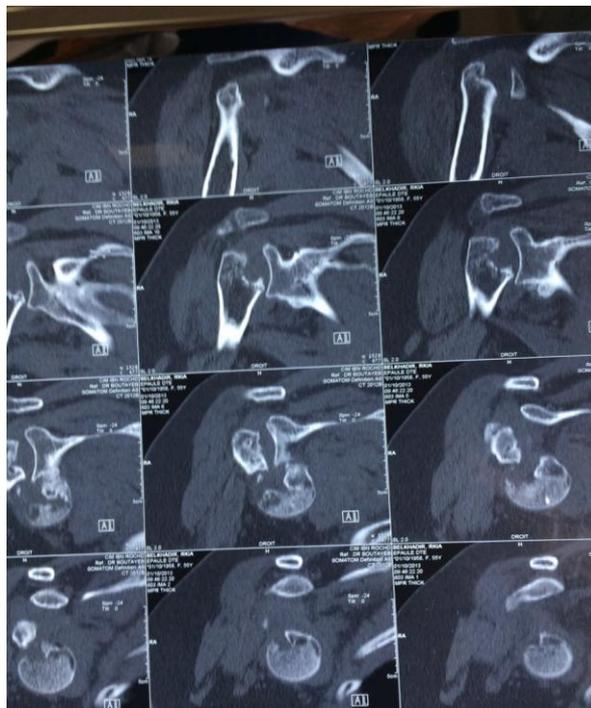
TDM réalisée chez ce patient montrant une nécrose de la tête humérale luxée en antéro-inférieur.
